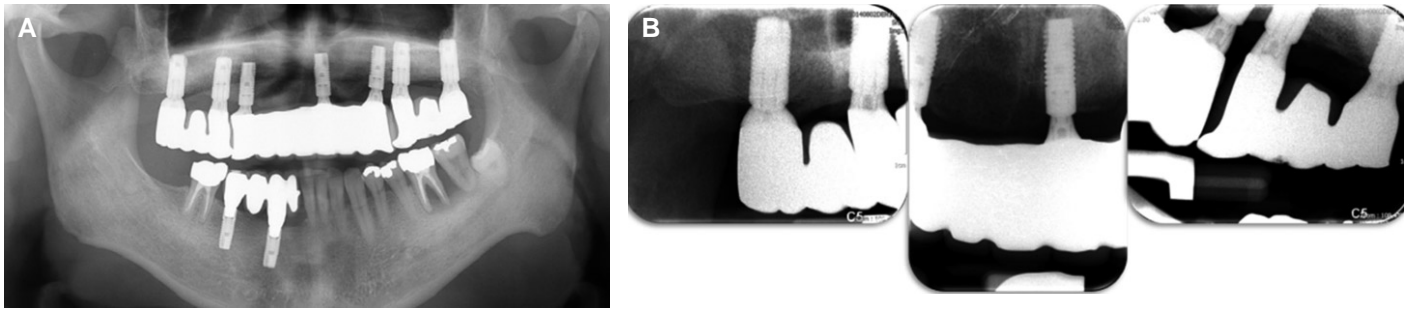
(A) Post-treatment panoramic radiograph after 3 months follow-up, (B) periapical radiographs after 9 months follow-up.
